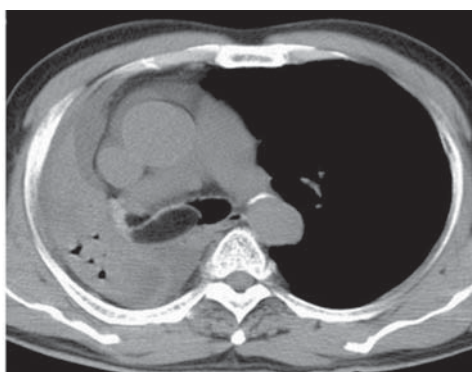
Осевая КТ показала неоднородную массу в правом главном бронхе (липома)
